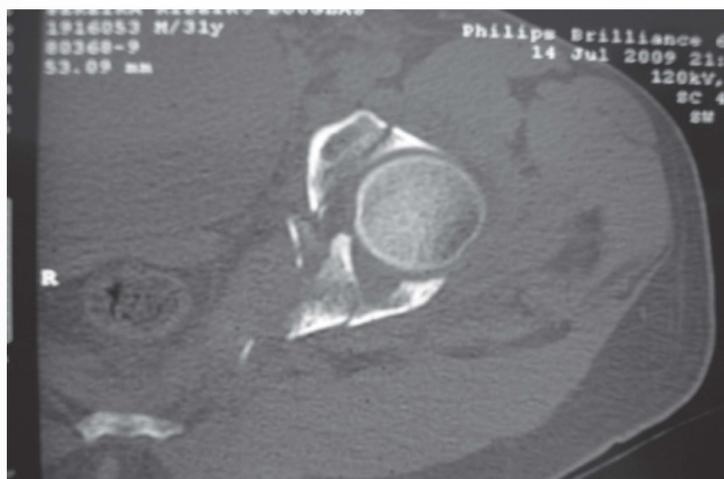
Tomografia quadril corte axial. Fonte: Arquivo pessoal.
